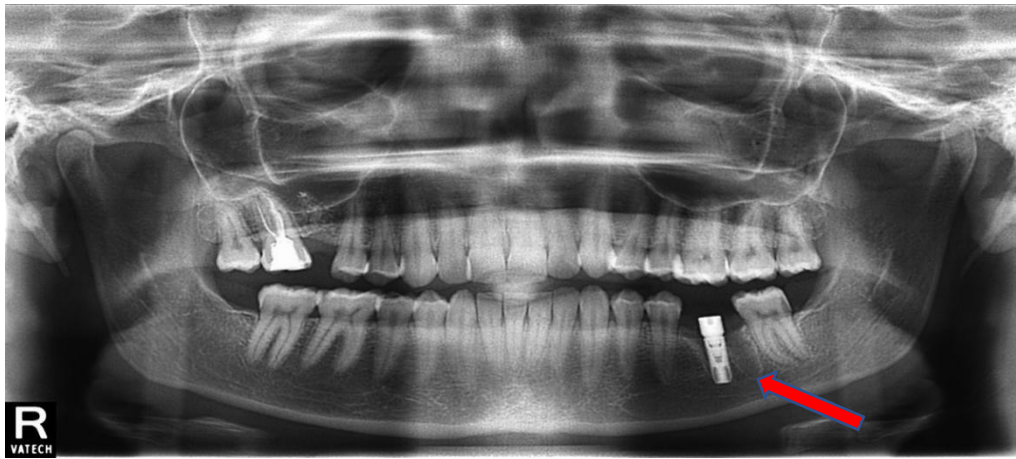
Компьютерная томограмма пациентки Т. в послеоперационном периоде. Установленный имплантат в позиции зуба 3.6.
